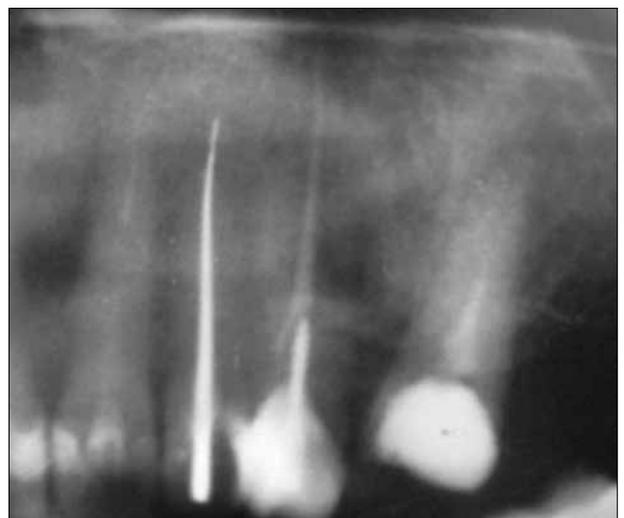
Clinical case №1. X-ray of the 22nd tooth before the retreatment
